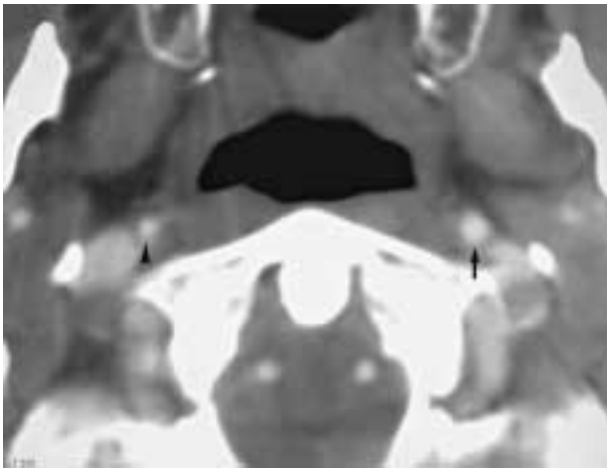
Angio-TC, dissezione della carotide interna destra: le immagini assiali evidenziano il restringimento del lume della carotide disseccata rispetto alla controlaterale.
